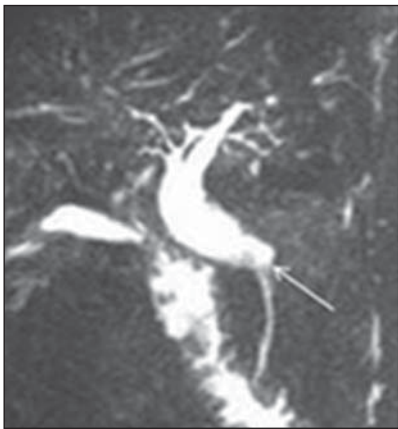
Colangiressonância mostra dilatação das vias biliares até a transição para o colédoco intrapancreático (seta).
